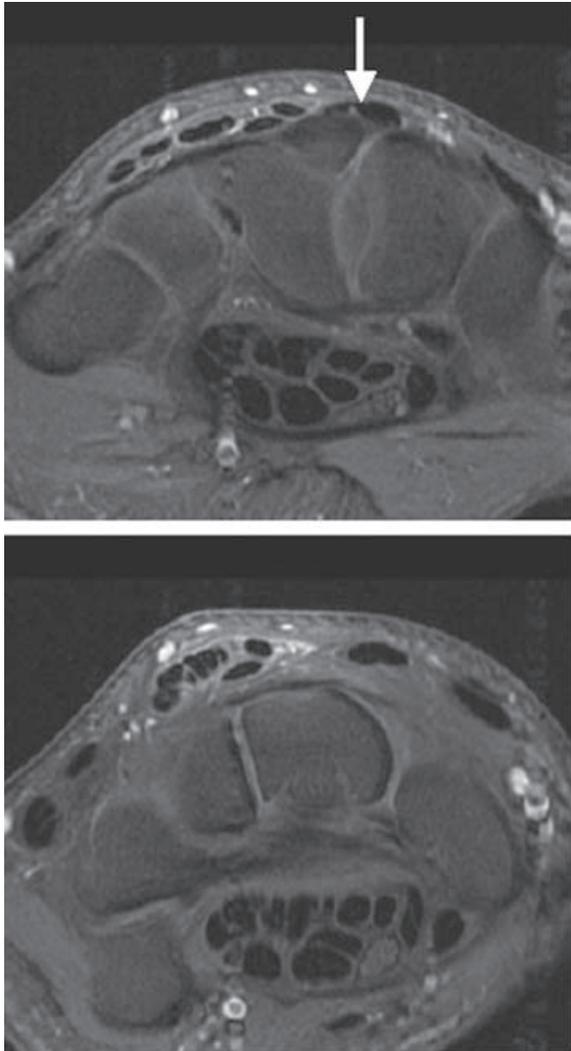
Coupes axiales d'IRM. Carpe bossu (flèche) responsable d'un conflit sur les tendons extenseurs qui sont le siège d'une discrète téno-synovite.
